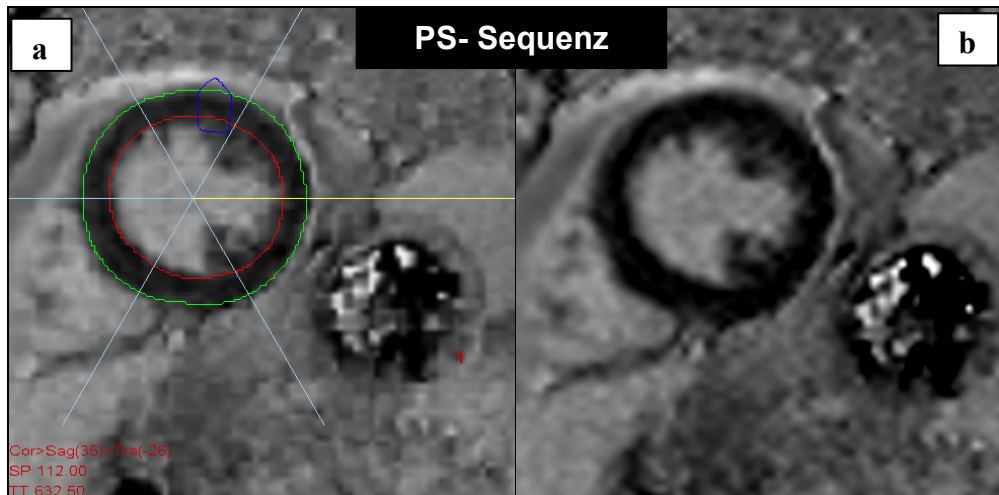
Kurzachsen- LE- MRT- Bilder eines 75- jährigen Patienten mit Aortenstenose in VPT3.0. PS- Sequenz und IR- Sequenz. PS- Sequenz: a) in VPT3.0 b) in Viewing. Kein LE detektierbar. IR- Sequenz: a) in VPT3.0 b) in Viewing. a1 und a2) Artefakt durch falsche TI-Zeit.
